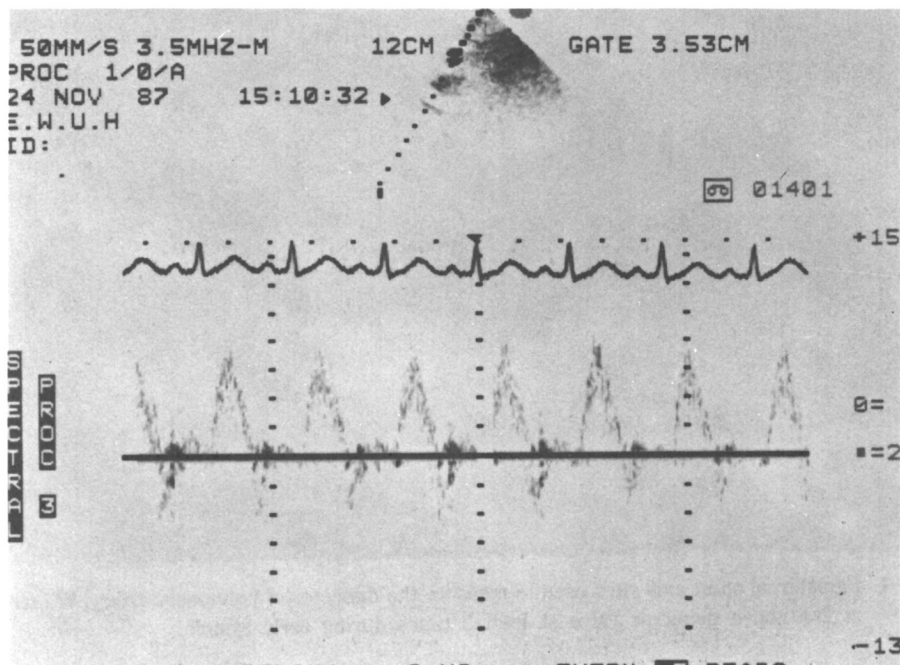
Doppler frequency time curve from aorta in suprasternal view.
